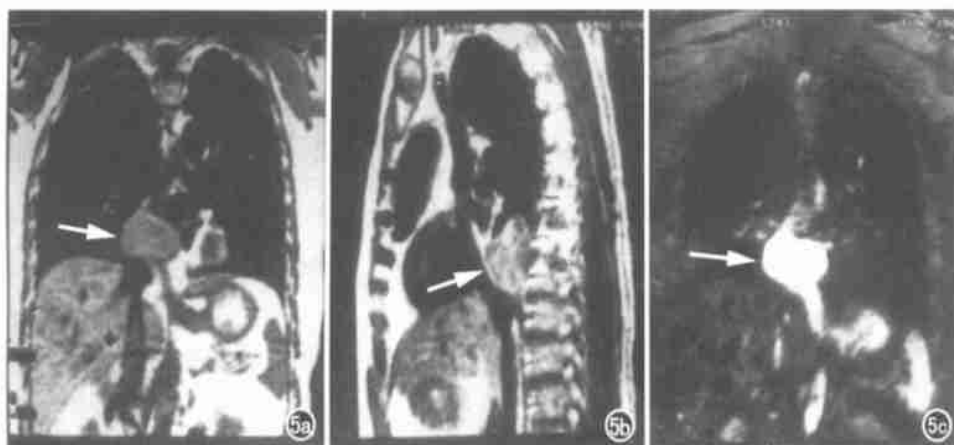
食管囊肿。MRI 示病变位于食管下段、右后下纵隔，呈类圆形，等 T_1 、长 T_2 信号（箭）。a) 冠状位 SE T_1 WI；b) 矢状位 T_1 WI；c) 冠状位 T_2 WI。
